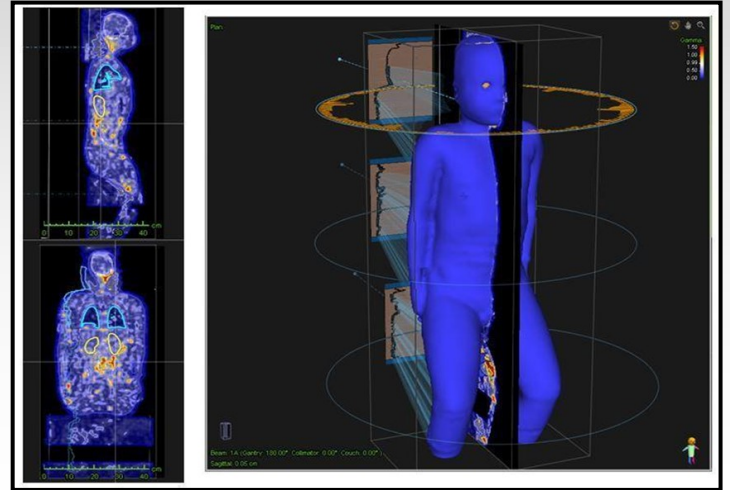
Baş gantry ve ayak gantry tomografi görüntülerinin füzyonu
